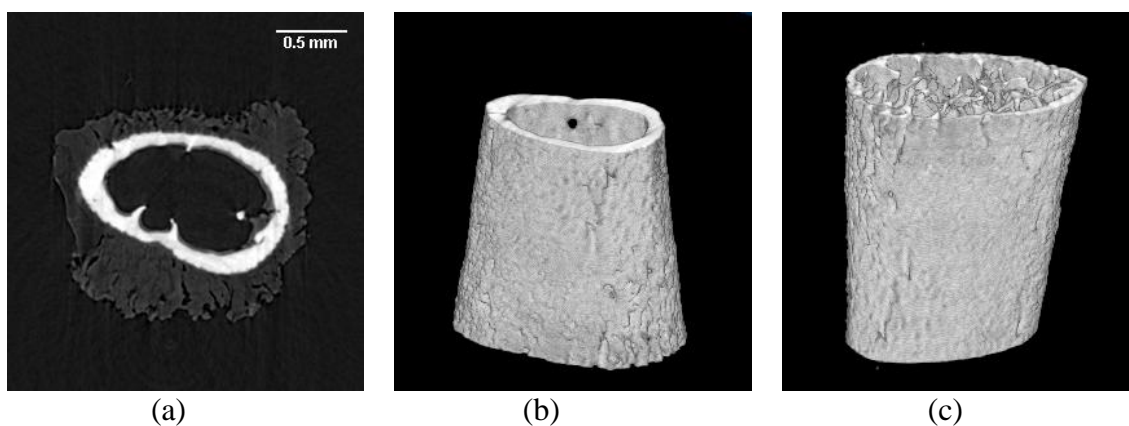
Microtomografia computadorizada de uma amostra dorsal do grupo Contr-2. (a) slice central; (b) e (c) imagens 3D em diferentes orientações.
